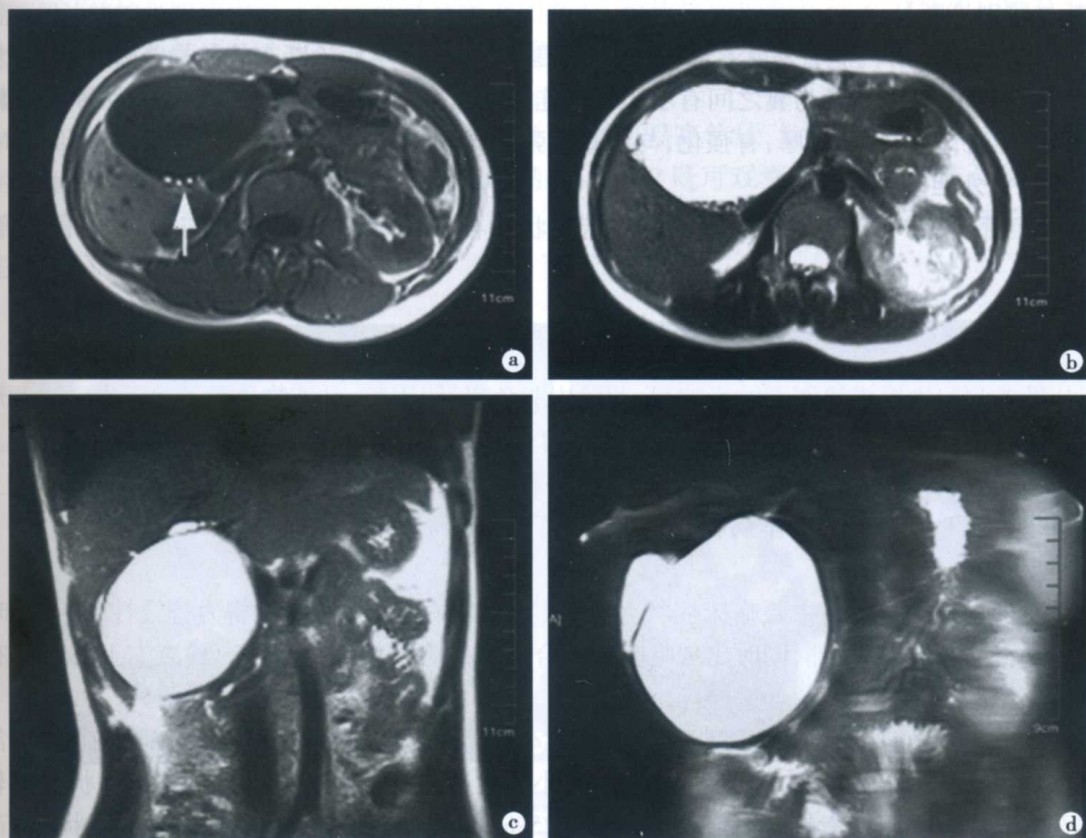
胆总管囊肿伴有结石的 MRI 表现
